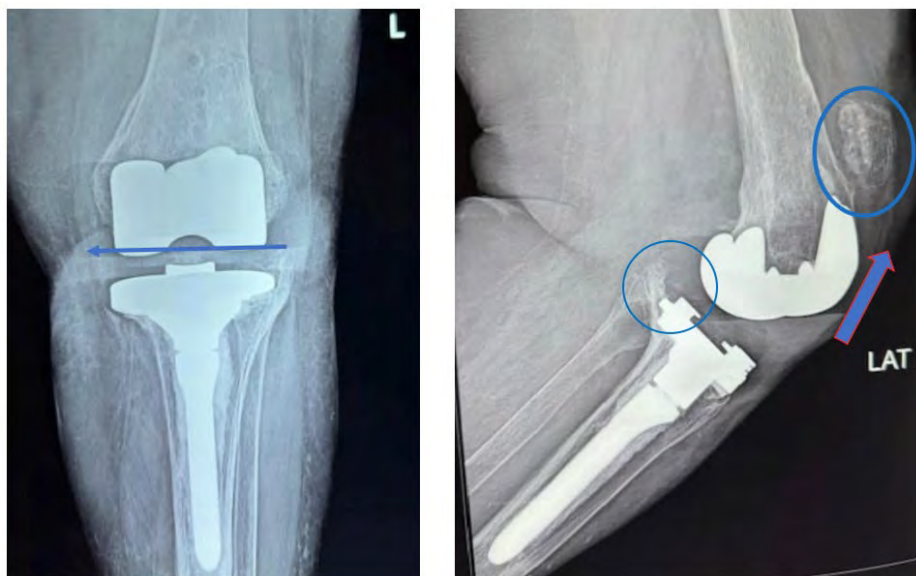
Radiografía AP en bipedestación y lateral de rodilla izquierda.
